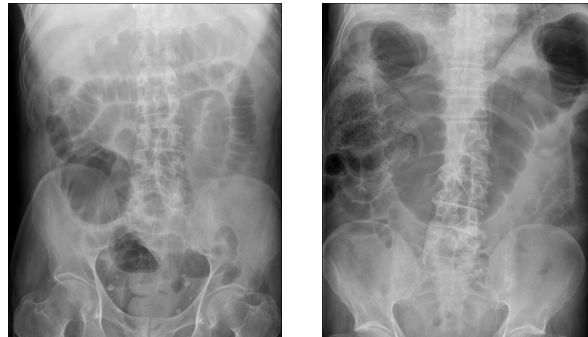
Radiografías de abdomen objetivando dilatación de colon compatible con obstrucción intestinal.
